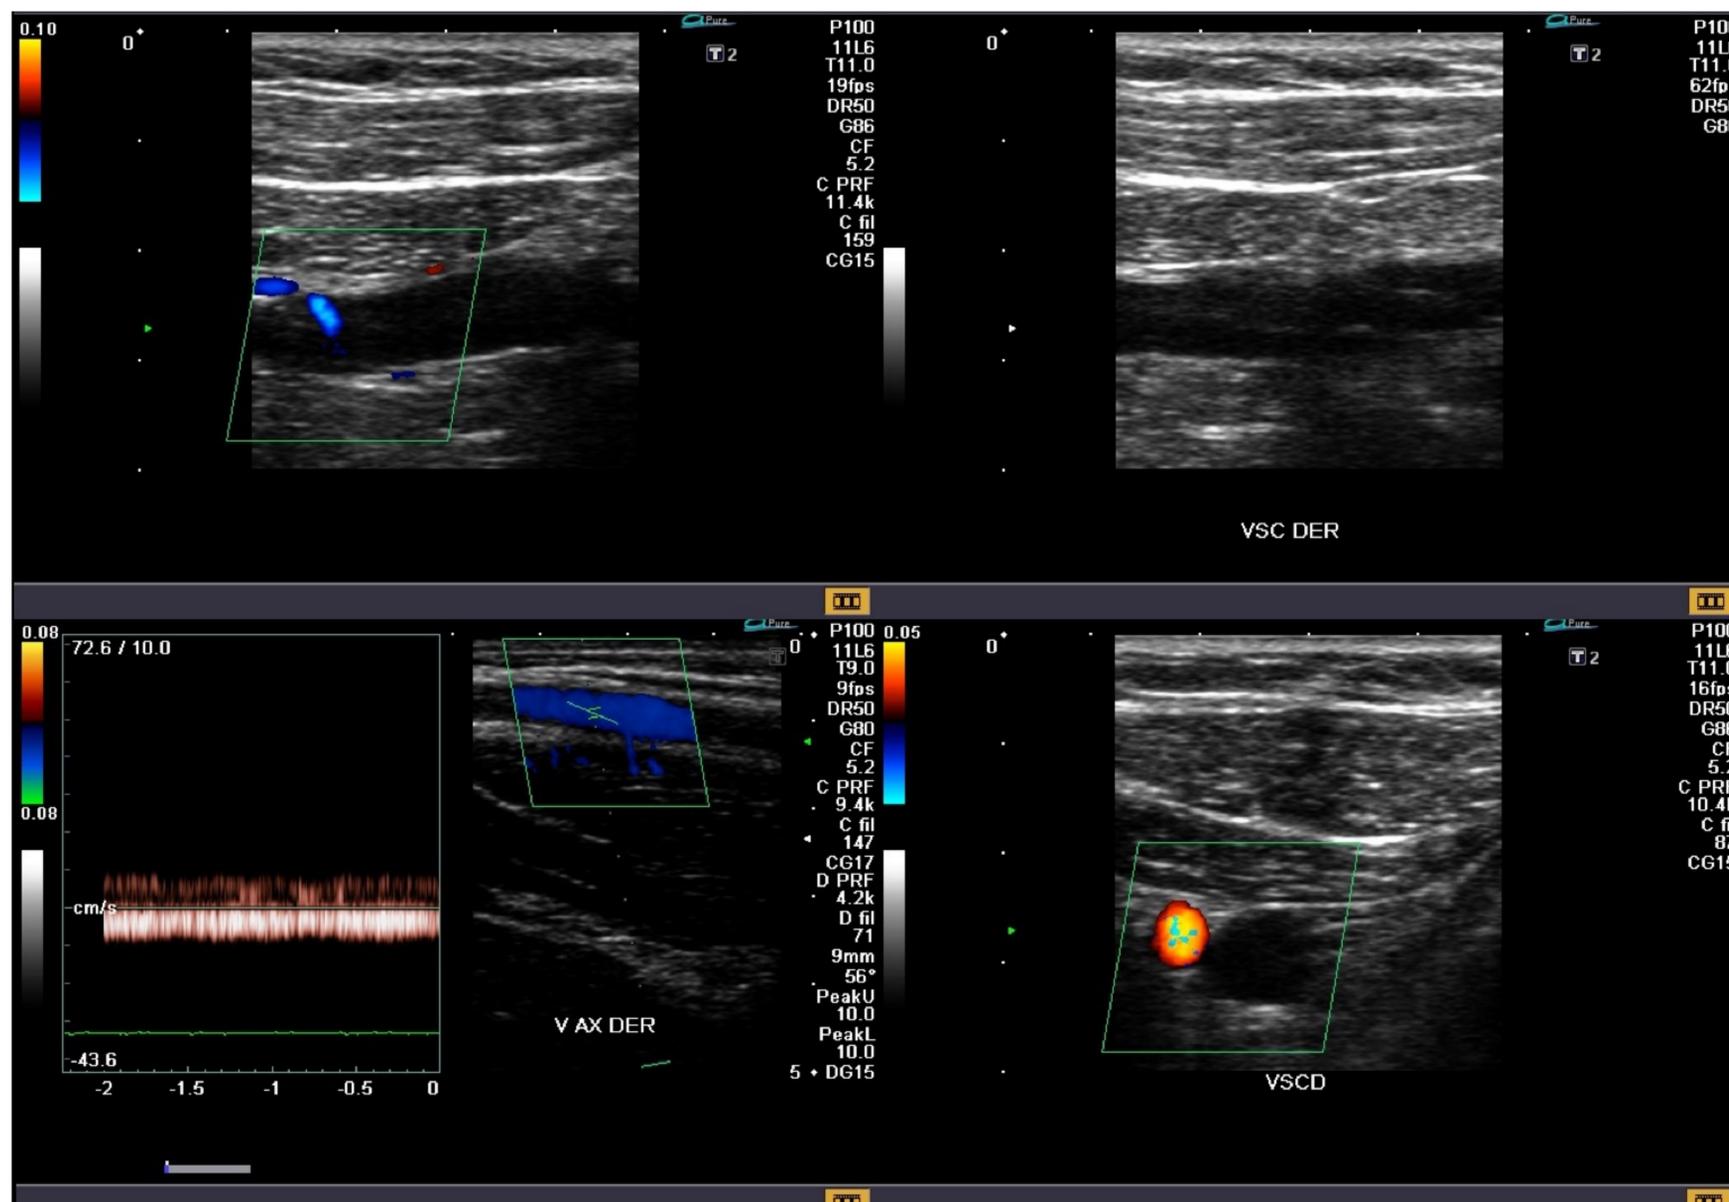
Enfermedad de Paget-Schroetter (SOT venoso). Ecografía Doppler color que demuestra la presencia de un trombo en la vena subclavia, evidenciado por material hipoeico endoluminal en modo B y ausencia de flujo vascular al Doppler color. Nótese la pérdida de flujo fásico durante la maniobra de Valsalva a nivel de la vena axilar (abajo izquierda).
